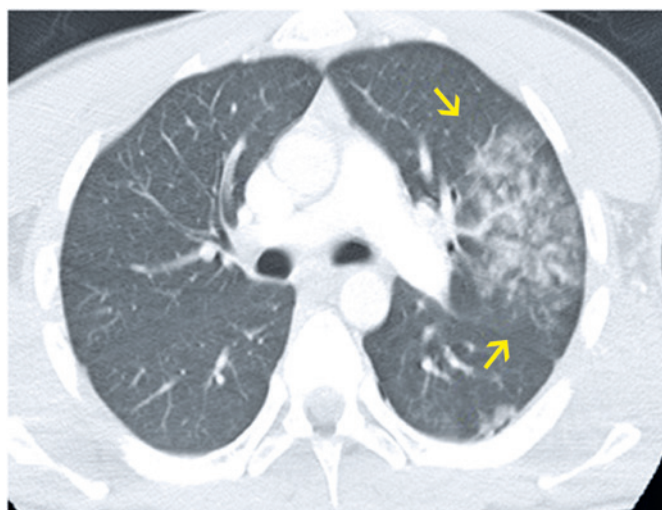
Homem, 19 anos, sofreu queda de moto. Tomografia computadorizada mostra focos de consolidações localizados no lobo superior esquerdo e, em menor grau, no lobo inferior desse mesmo lado. Achados compatíveis com contusões pulmonares dentro do contexto clínico
